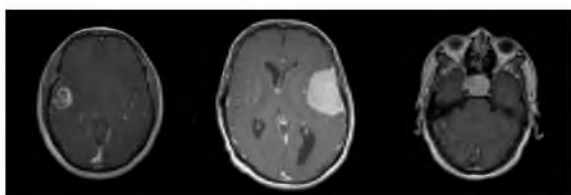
Примеры изображений глиомы, менингиомы и опухоли гипофиза из набора Brian Tumor Classification (MRI).
